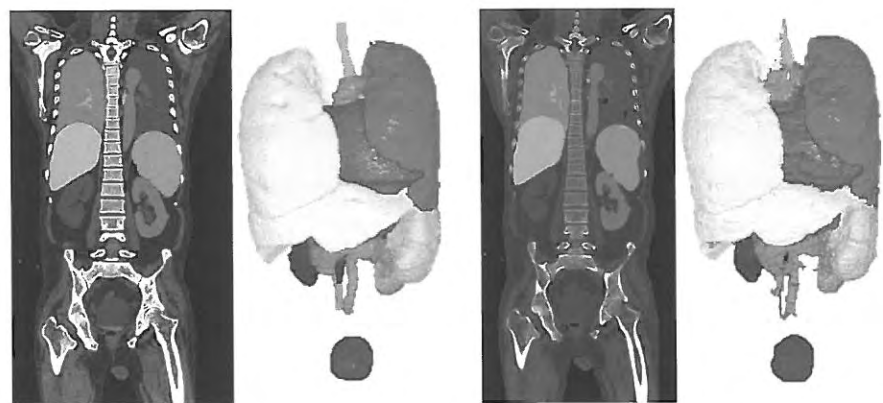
3次元CT画像における2次元全畳み込みネットワークと3次元投票によるセグメンテーションの例⁸⁾
